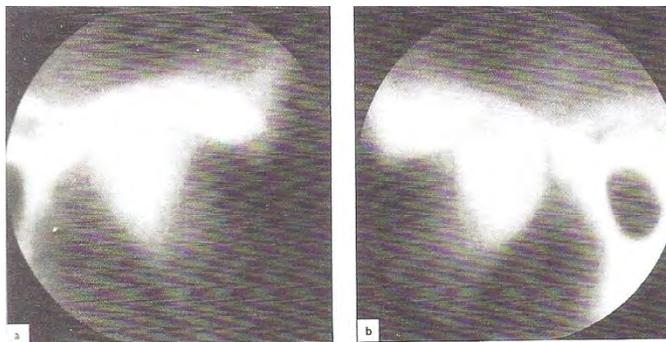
Tomografías bilaterales (a y b) de unas articulaciones con OA secundaria y reducción del espacio de la articulación, aplanamiento de las superficies articulares y esclerosis pronunciada del cóndilo.¹³⁴
